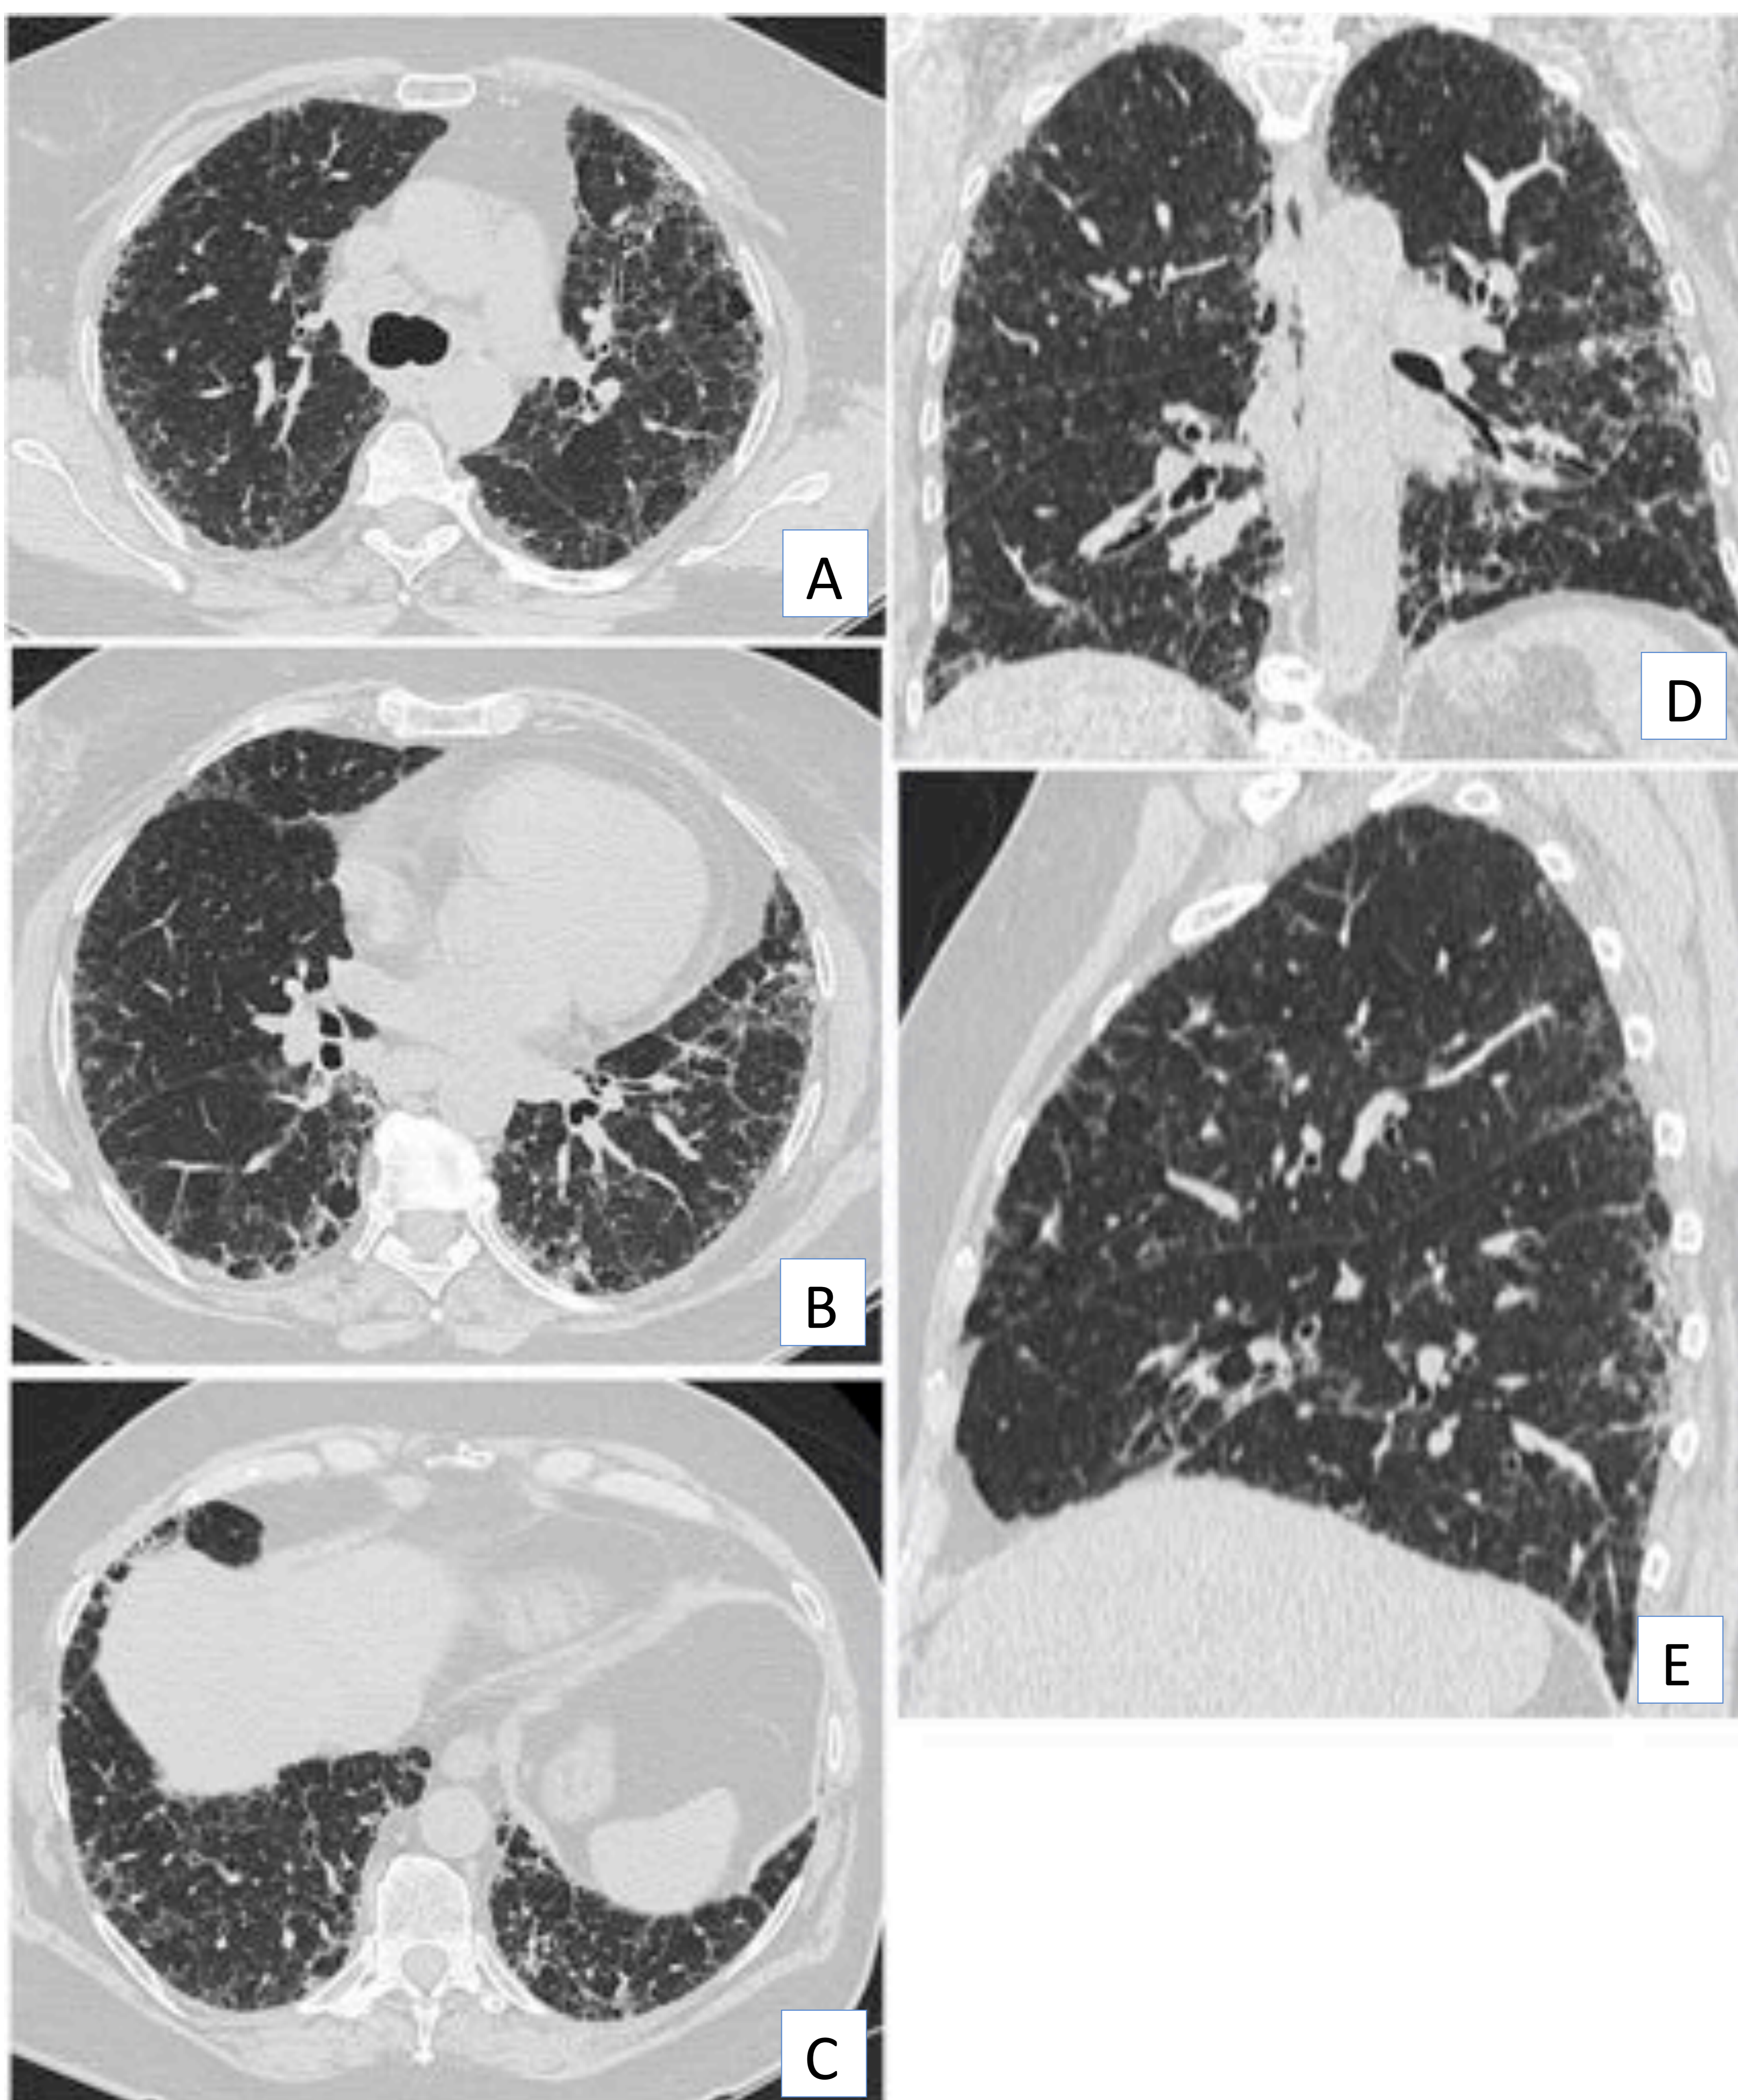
Patrón probable NIU. Imágenes de TC de tórax en plano axial (A-C), coronal (D) y sagital (E). Se observan opacidades reticulares y algunas bronquiectasias por tracción, sin signos de panalización. Existen áreas de aumento de densidad en vidrio deslustrado asociadas a las zonas de fibrosis. Servicio de Radiodiagnóstico. HU Virgen de las Nieves (Granada).
